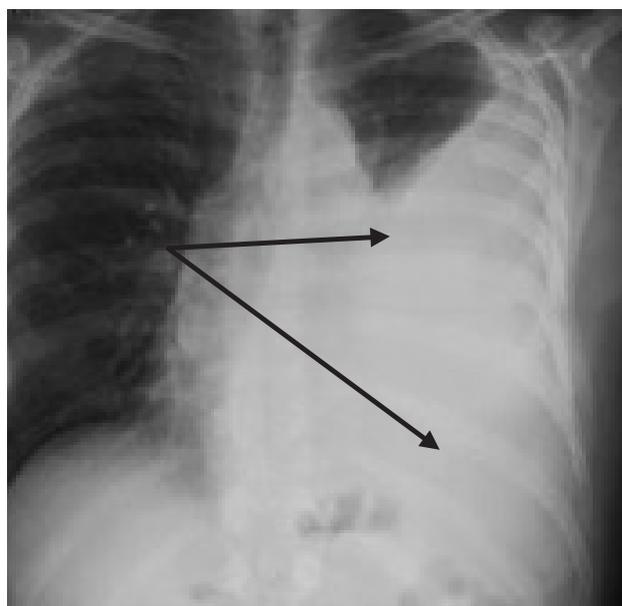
Рентгенография в прямой проекции органов грудной клетки (описание в тексте)
